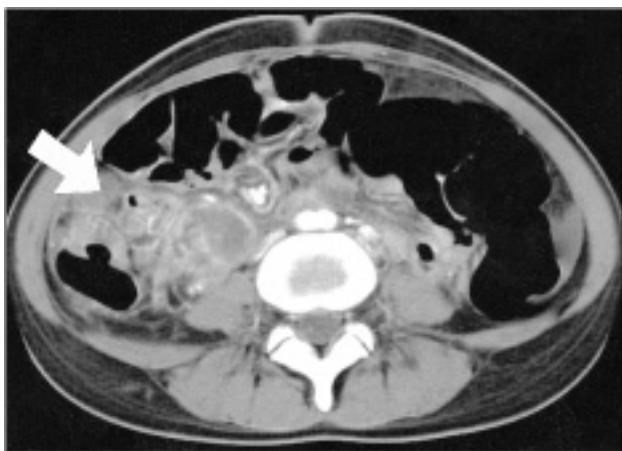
Abdominal CT finding. Mesenteric lymphadenopathy and wall thickening of the terminal ileum and cecum are shown. An arrow indicates air in a lymph node around the terminal ileum.
